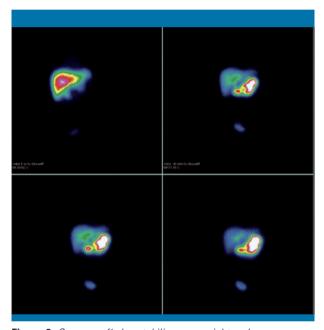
Gammagrafía hepatobiliar secuencial tras la administración de TC-99m IDA, en la que se visualiza un buen aclaramiento hepatocelular del trazador, así como la presencia de las vías biliares intra/extrahepáticas, pero no se observa la vesícula biliar
